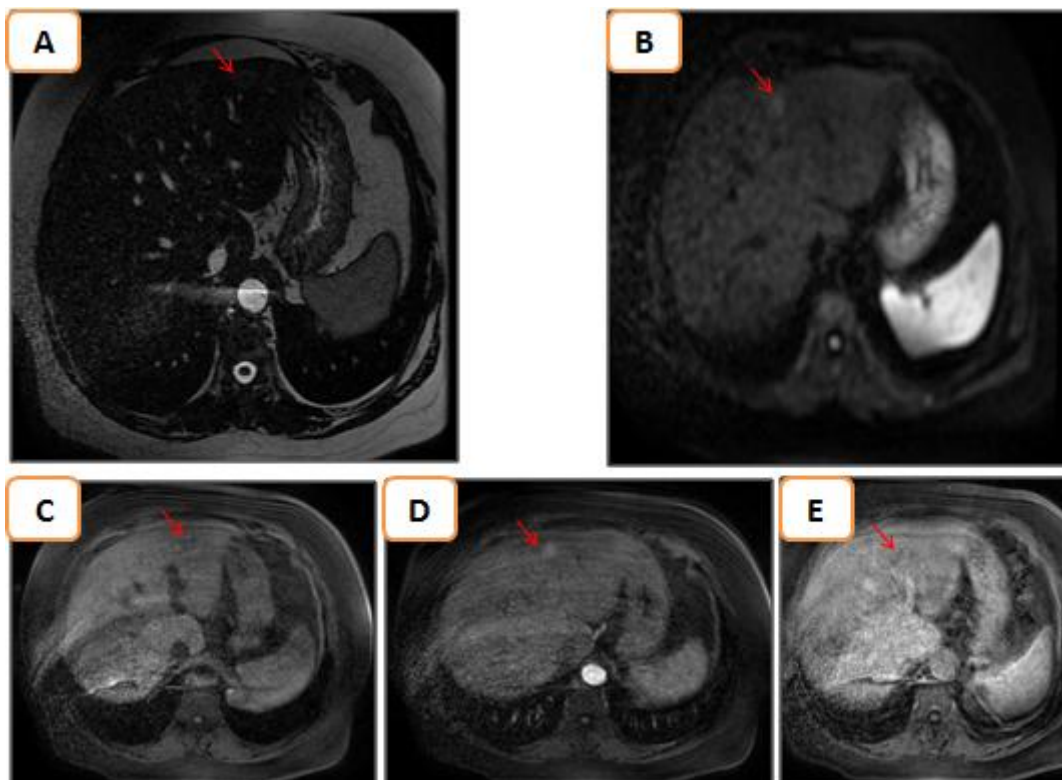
L'IRM montre une lésion hépatique infra centimétrique du segment II, en discret hyposignal T1(A) et hypersignal T2(C), prise de contraste précoce artériel(D) et se lave au temps tardif : Petit Adénome
